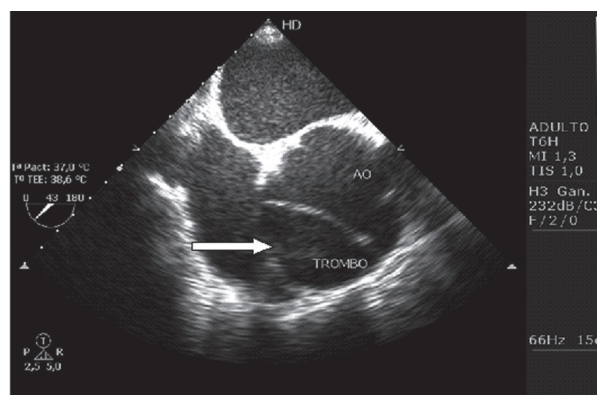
El *ecodoppler* cardíaco transesofágico muestra la disección de la aorta con la presencia de trombos en el falso lumen.
